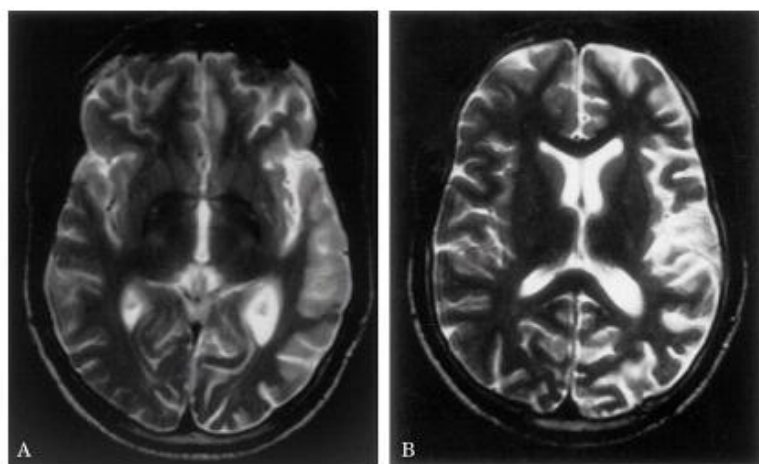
Imagens de RM do caso clínico descrito por Gabbay et al. (2003), em que se observa atrofia a nível frontal e temporal esquerdo, a dois níveis.
